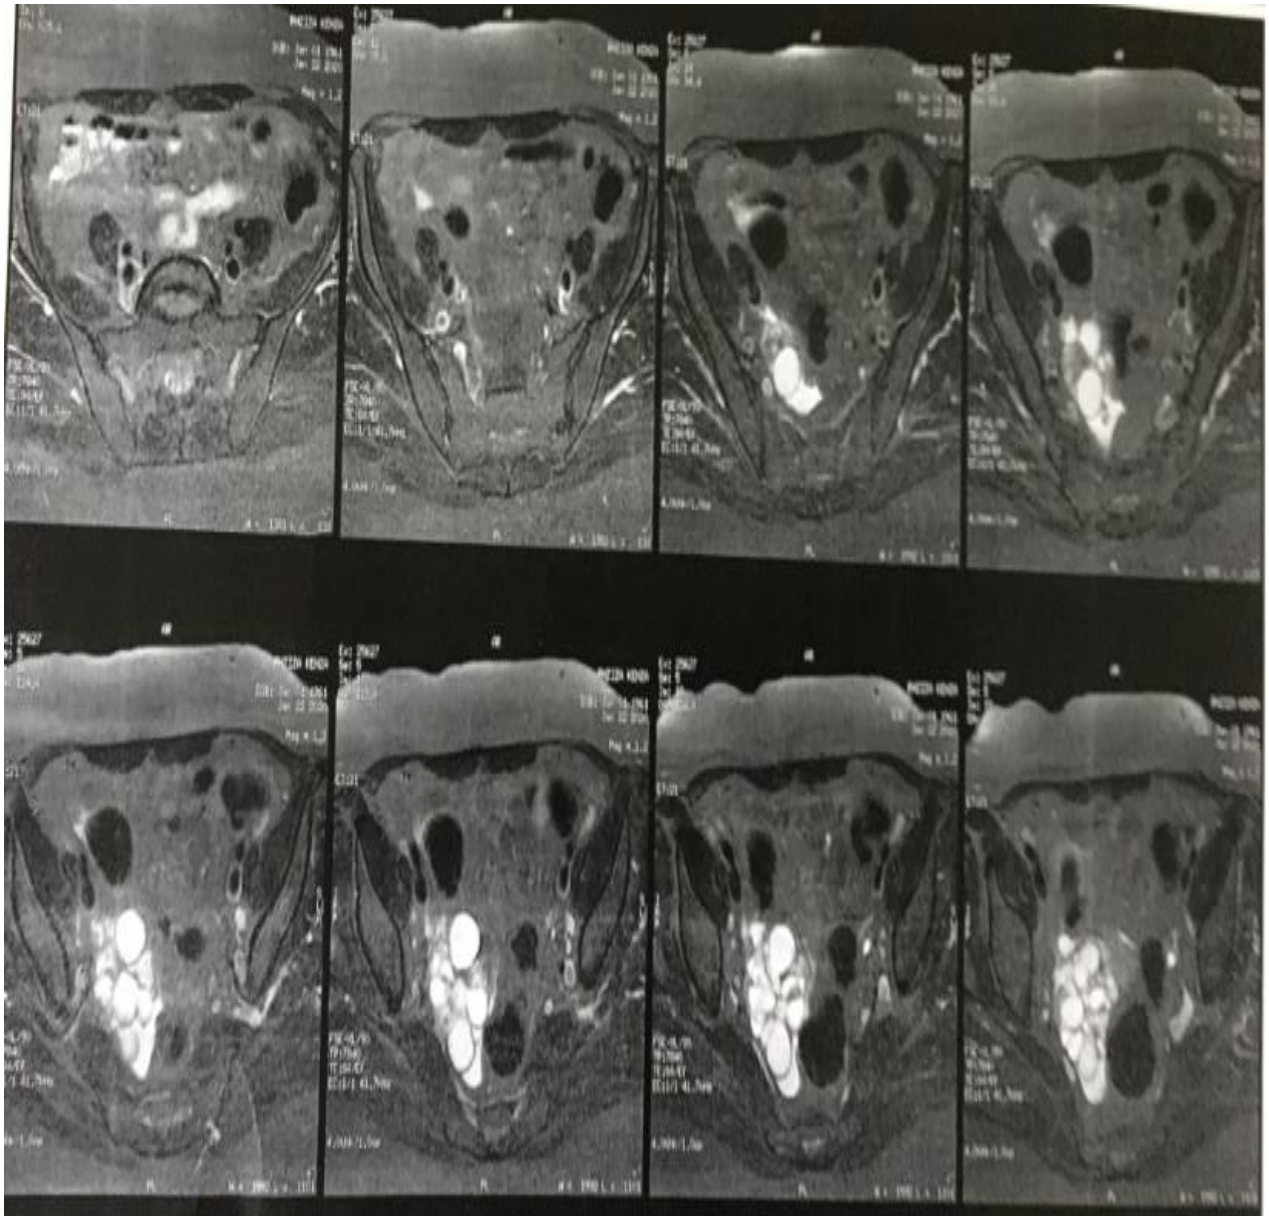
IRM pelvienne : coupe sagittale en séquence pondérée T2
